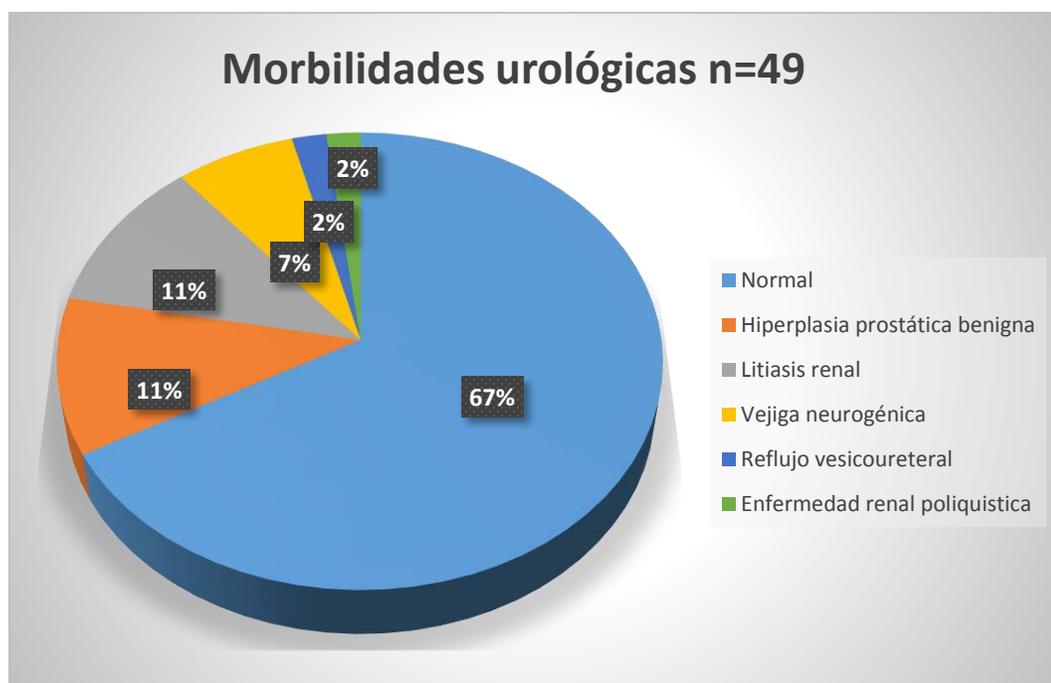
Se muestra el porcentaje de morbilidades urológicas observadas en pacientes con tomografía computarizada o ultrasonido renal
